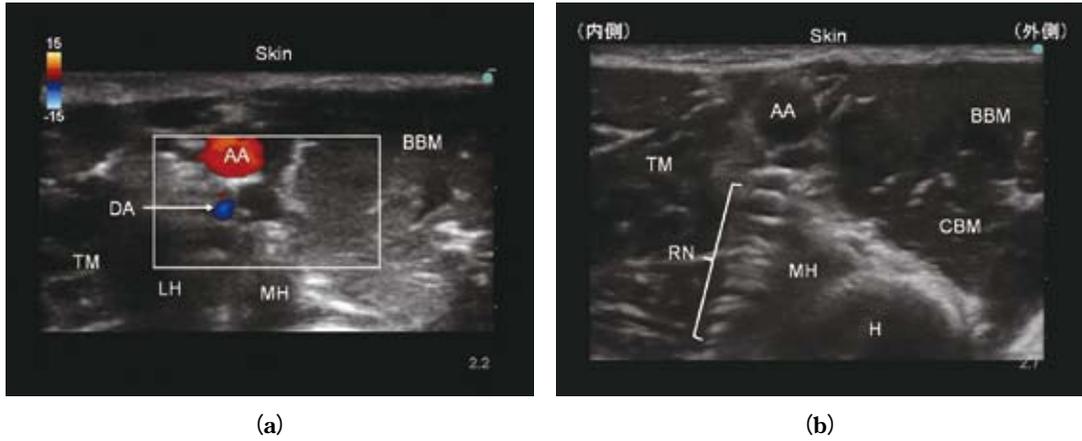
探触子を近位 (a) から遠位 (b) に向けてスライドさせたときの腋窩部横断面の超音波画像
